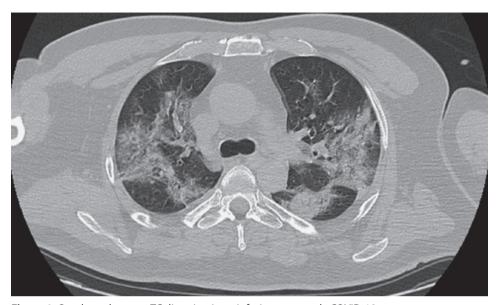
Quadro polmonare TC di pazienti con infezione severa da COVID-19.
